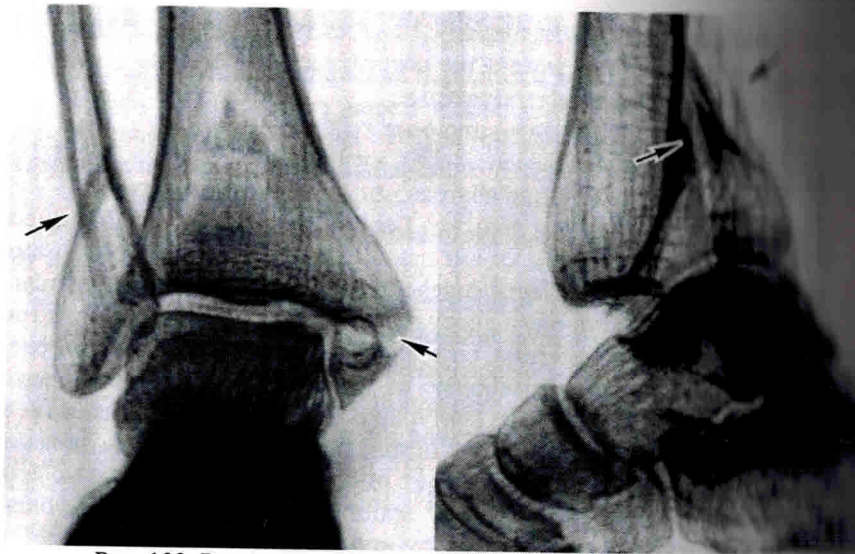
Рентгенограмма голеностопного сустава в прямой (перелом Пота) и боковой проекции.
